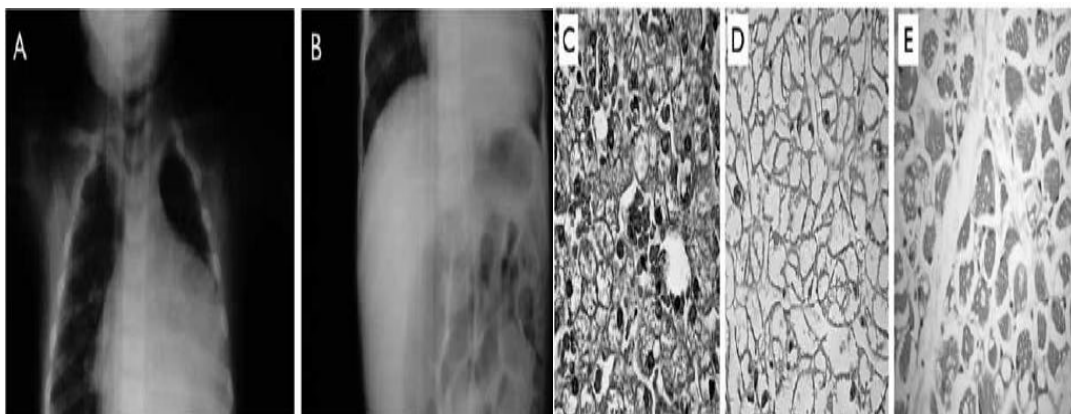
Radiografías de tórax del caso 3 con EP mostrando: A) cardiomegalia conspicua; B) Hepatomegalia. Preparaciones histopatológicas posmortem mostrando: C) crecimiento de células del miocardio con un aspecto vacuolado con desplazamiento de miofibrillas. Los hepatocitos D) y las células de la musculatura esquelética E) muestran un patrón de mosaico con células ligeramente agrandadas y evidente vacuolización citoplasmática (Referencia: Esmer *et al.*, 2013).
